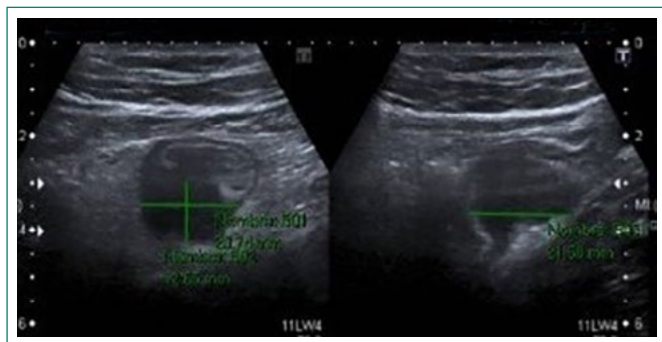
Ecografía de abdomen. Colección en FID de 21 x 13 x 20 mm de diámetro, que se acompaña de aumento de ecogenicidad de grasa adyacente
